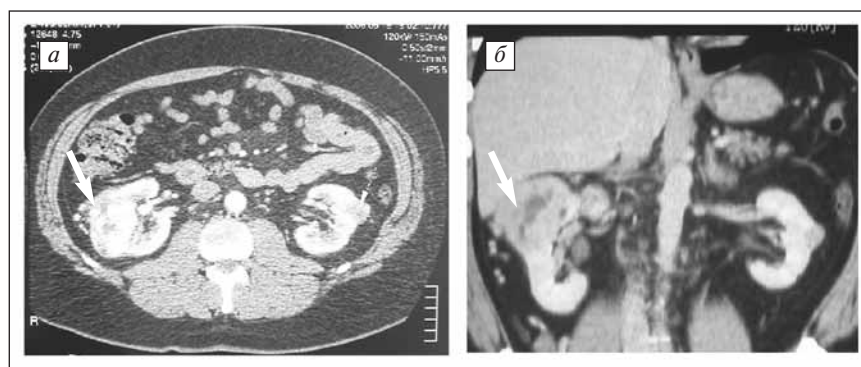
Больной Г. Двусторонняя синхронная опухоль почек. МСКТ: а — аксиальный скан, б — режим мультипланарной реконструкции — МПР, фронтальная проекция (стрелками указаны опухоли почек)
